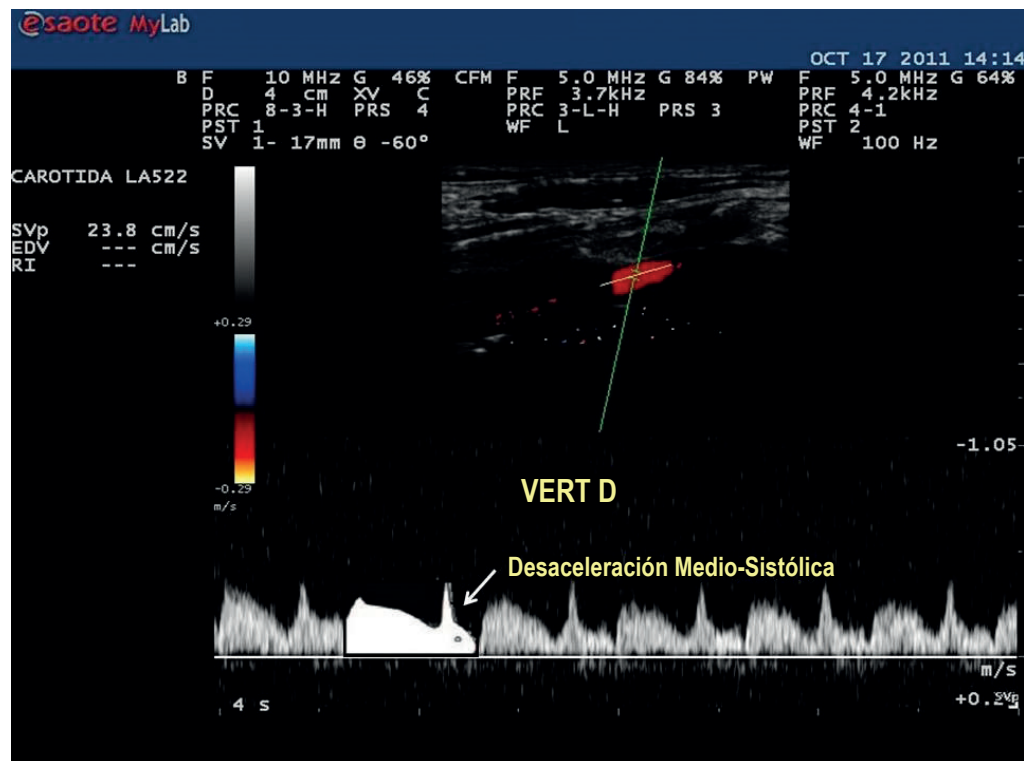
Doppler espectral (PW) de la arteria vertebral derecha mostrando desaceleración medio sistólica (“Señal del Conejo”) compatible con robo tipo 1 (latente),¹⁵ también llamado robo oculto de la subclavia. Maniobras de hiperemia reactiva pueden potenciar el fenómeno.^{12,15}
